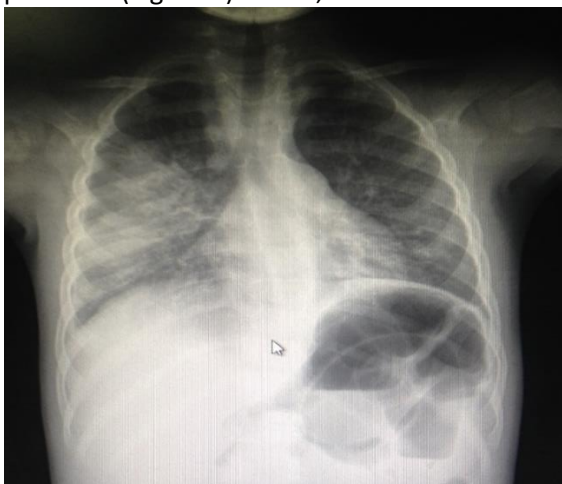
Radiographie du thorax de face montrant des opacités alvéolaires des 2/3 inférieurs des poumons
